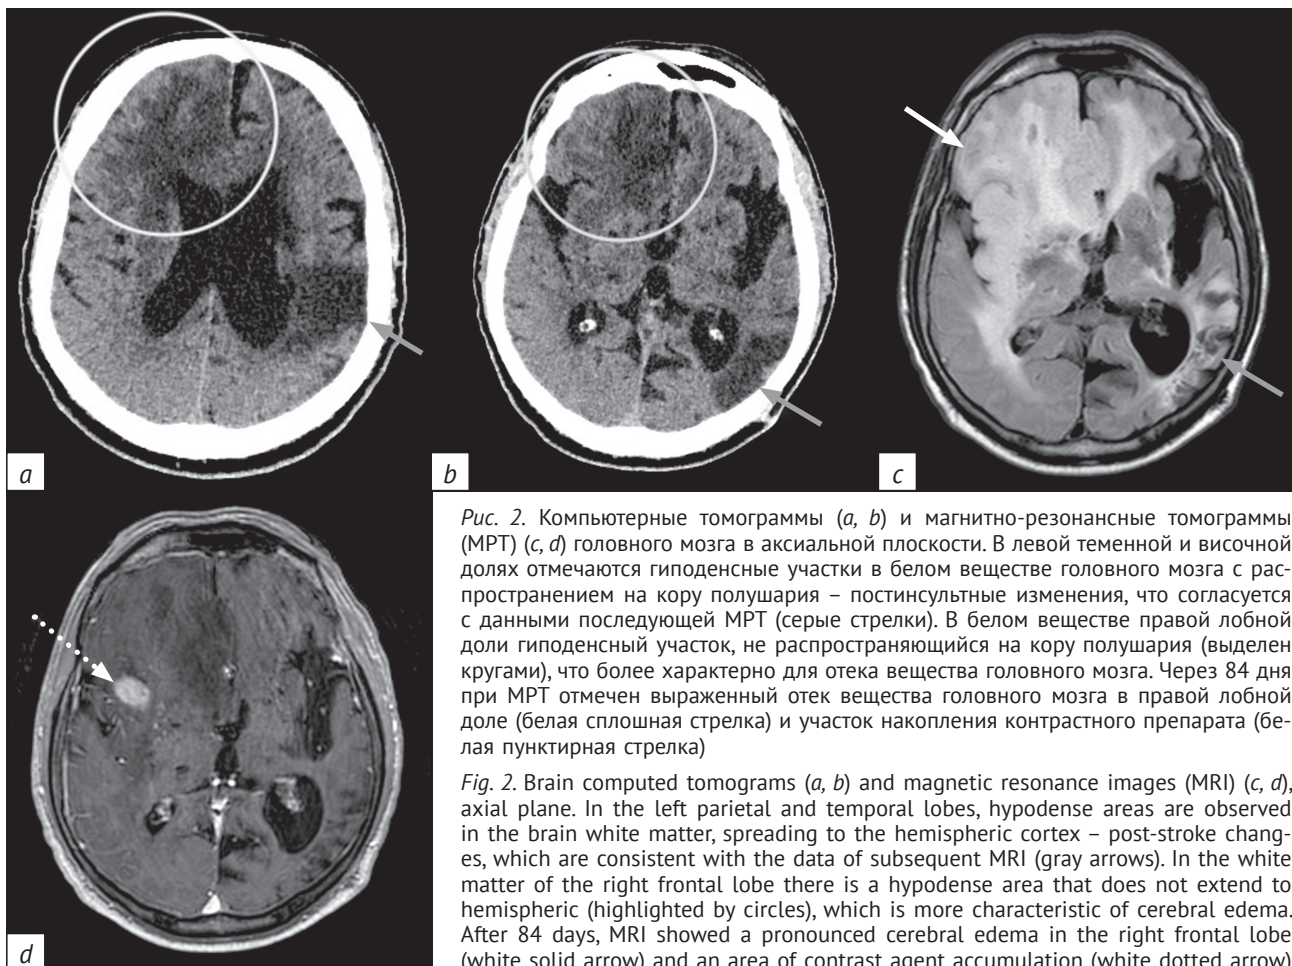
Компьютерные томограммы (а, б) и магнитно-резонансные томограммы (МРТ) (с, д) головного мозга в аксиальной плоскости. В левой теменной и височной долях отмечаются гиподенсные участки в белом веществе головного мозга с распространением на кору полушария – постинсультные изменения, что согласуется с данными последующей МРТ (серые стрелки). В белом веществе правой лобной доли гиподенсный участок, не распространяющийся на кору полушария (выделен кругами), что более характерно для отека вещества головного мозга. Через 84 дня при МРТ отмечен выраженный отек вещества головного мозга в правой лобной доле (белая сплошная стрелка) и участок накопления контрастного препарата (белая пунктирная стрелка)
